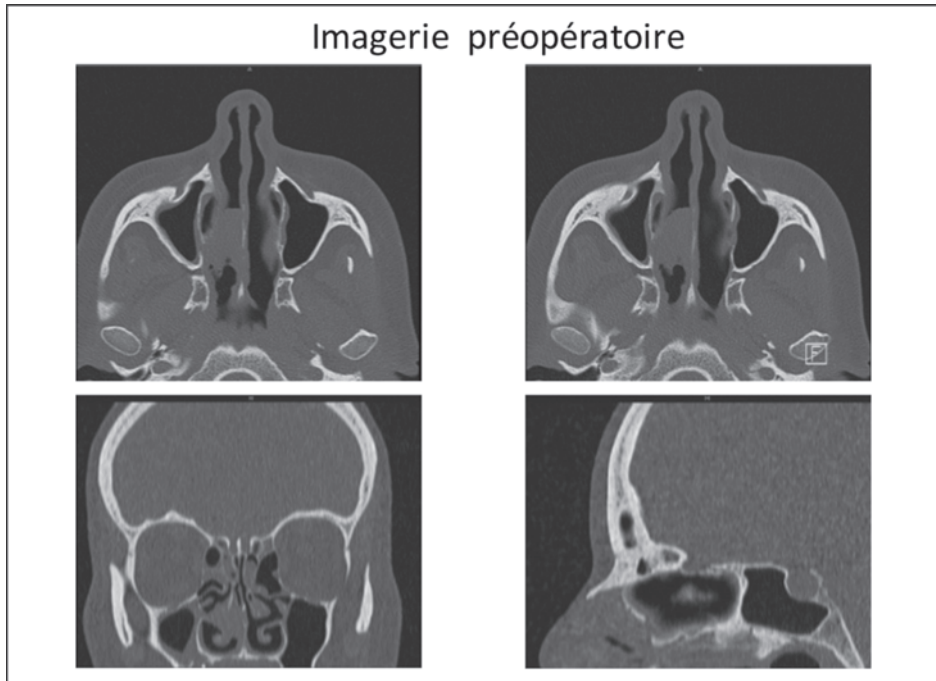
TDM pré-opératoire montrant le polype et la lyse osseuse.
